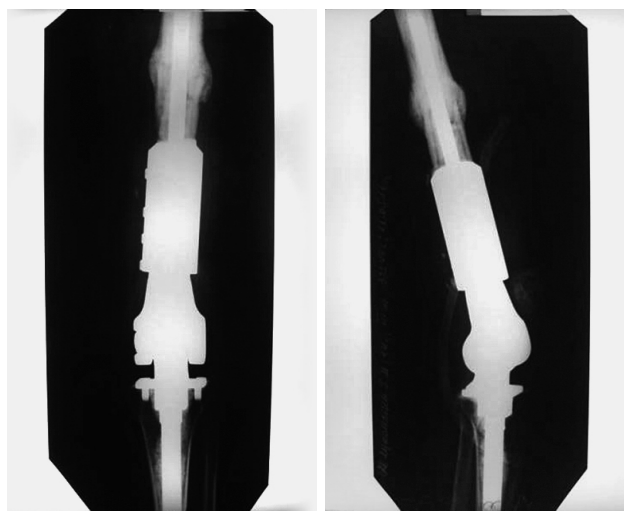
Фотовідбитки рентгенограм хворої Л., стан після реендопротезування колінного суглоба індивідуальним онкологічним ендопротезом фірми "Inmed", з застосуванням спеціальної конструкції у вигляді металевої муфти на місце руйнування конструкції ендопротеза.
